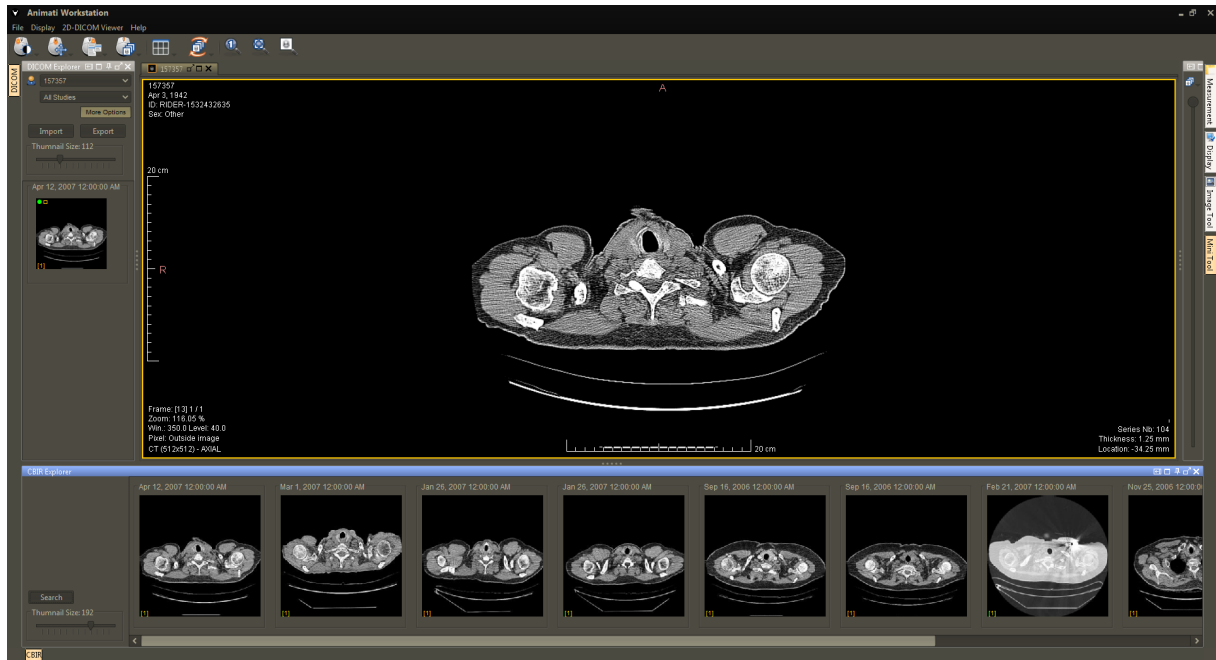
Imagem problema (*query*) de tomografia de pulmão na altura do ombro e o conjunto de *thumbnails* que representam as imagens recuperadas mostradas na interface CBIR do PACS da Animati.
